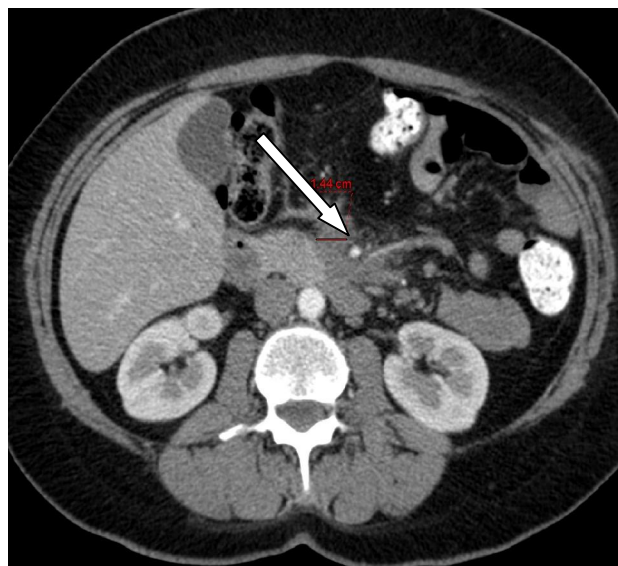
Компьютерная томография живота больной К.: тромбоз верхней брыжеечной вены.
